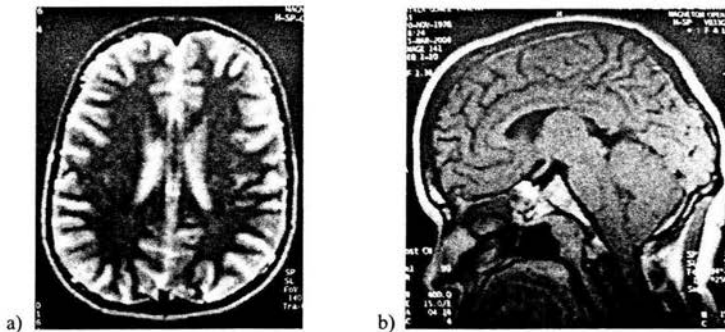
RMN de cráneo. a) Corte axial de T2. No se observan datos de heterotopía nodular periventricular, b) Corte sagital se aprecia un descenso de las amígdalas cerebelares menor de 5 mm.
